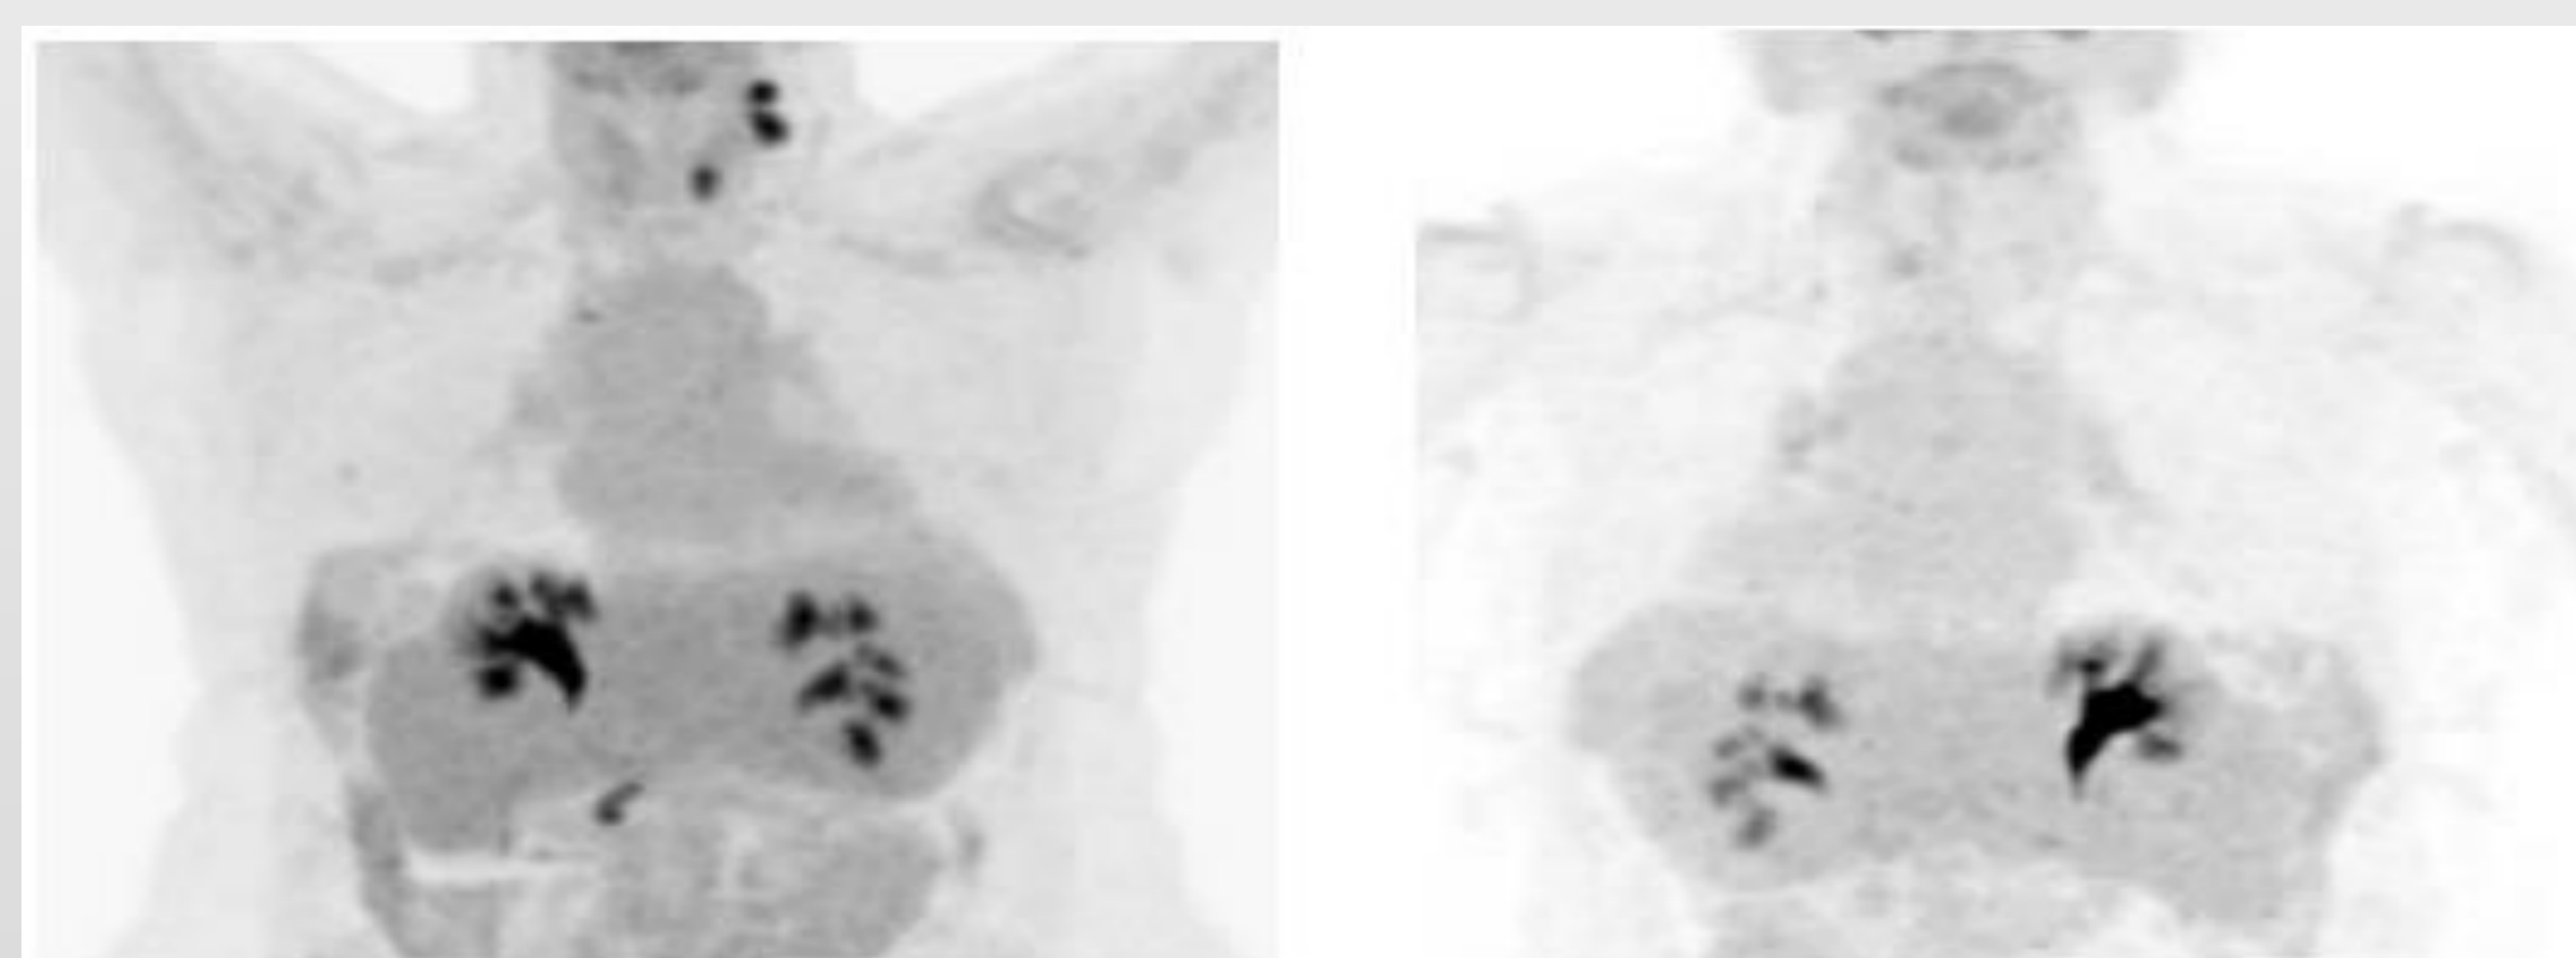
PET nov 2018. Progresión ganglionar cervical y respuesta
